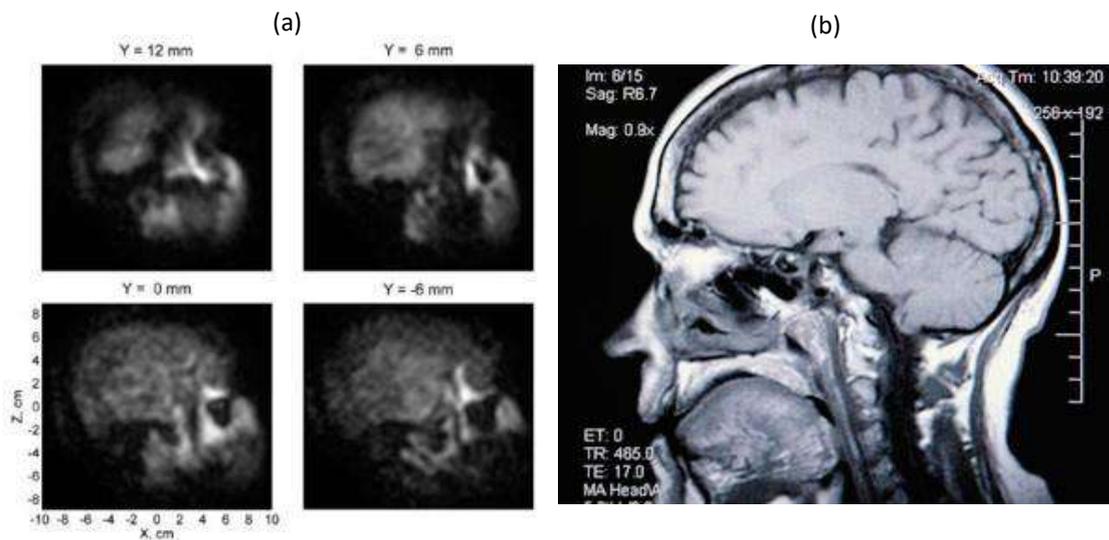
(a) Imagens de uma cabeça humana captadas pelo primeiro equipamento de exame por ressonância magnética (1977). (b) Imagem de cabeça e parte do pescoço humano, adquirida por um equipamento de ressonância magnética atual.
